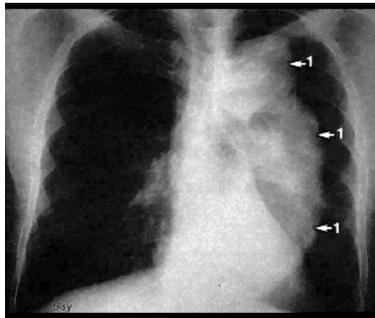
Radiographie: aneurisme d'aorte ascendante thoracique
